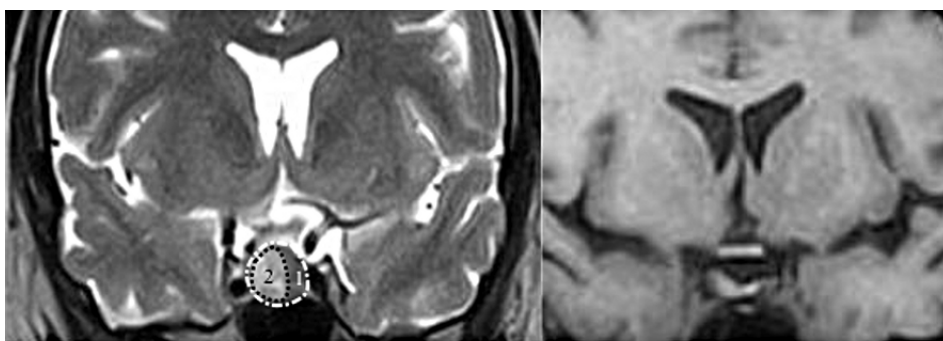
Клінічний випадок №1 — МРТ голови пацієнтки С., 24 роки (до та після операції): ендосупраселлярна аденома гіпофіза.
